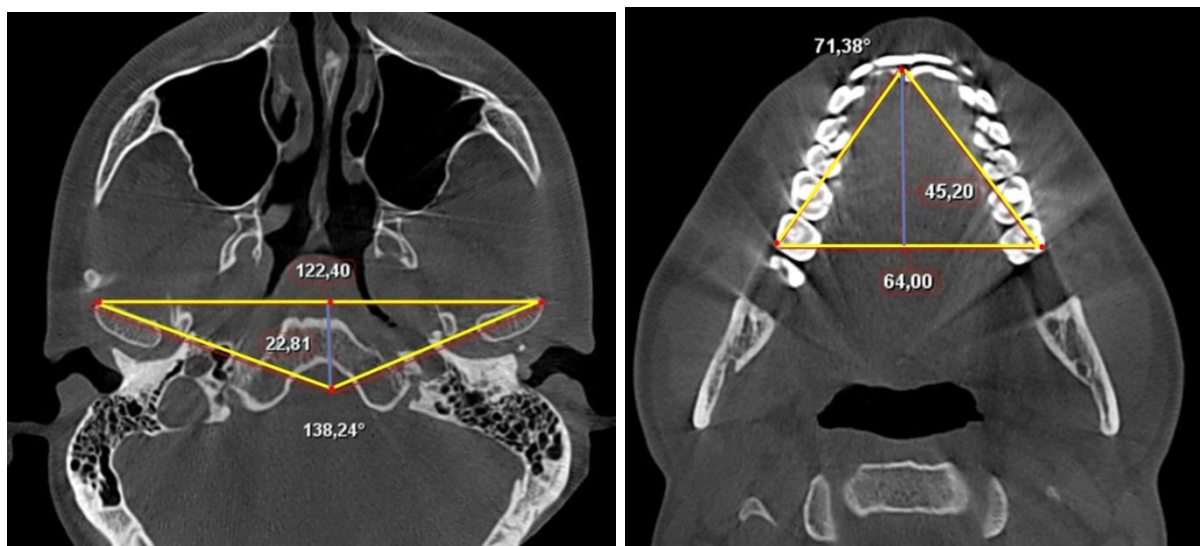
Методы исследования суставного и зубного пространства на конусно-лучевых компьютерных томограммах
